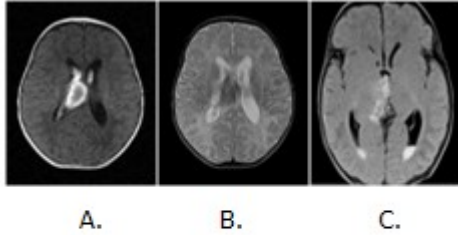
Resonancia magnética con secuencias en T1(A) T2 (B) y FLAIR (C) con imágenes de intensidades heterogéneas en espacio subependimario que se abre a ventrículos laterales en relación con hemorragia subependimaria e intraventricular.
